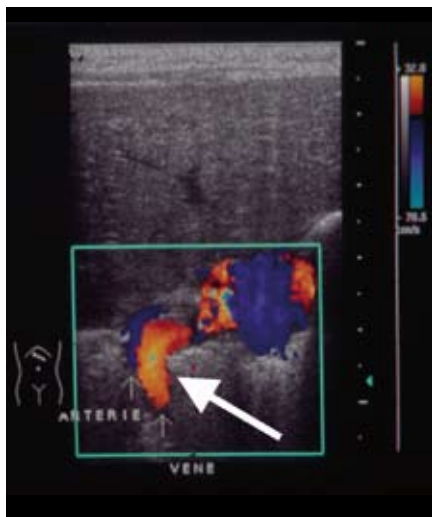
In der Sonographie stellt sich eine atypische Vene dar, die in die untere Hohlvene mündet (Pfeil).
